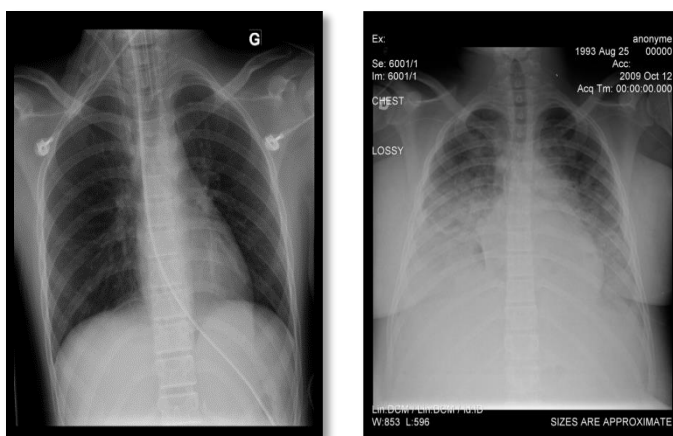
A gauche une radiographie pulmonaire : cas normal ; à droite une radiographie pulmonaire : cas SDRA (source : Hôpital Sainte Justine)
